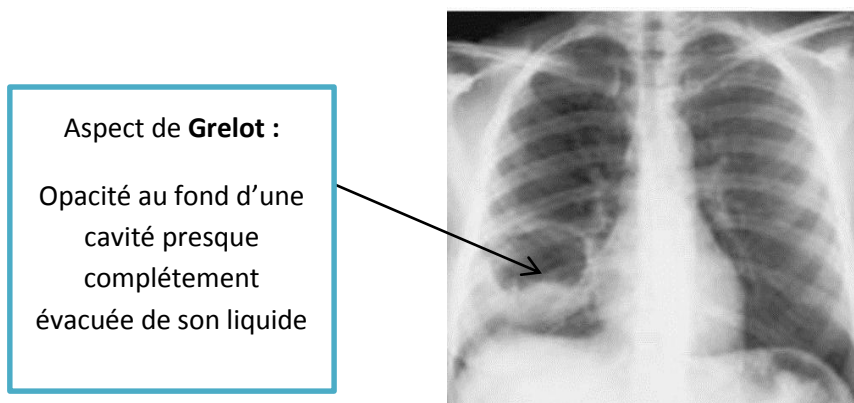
Radiographie thoracique de face montrant un KH avec aspet de Grelot
